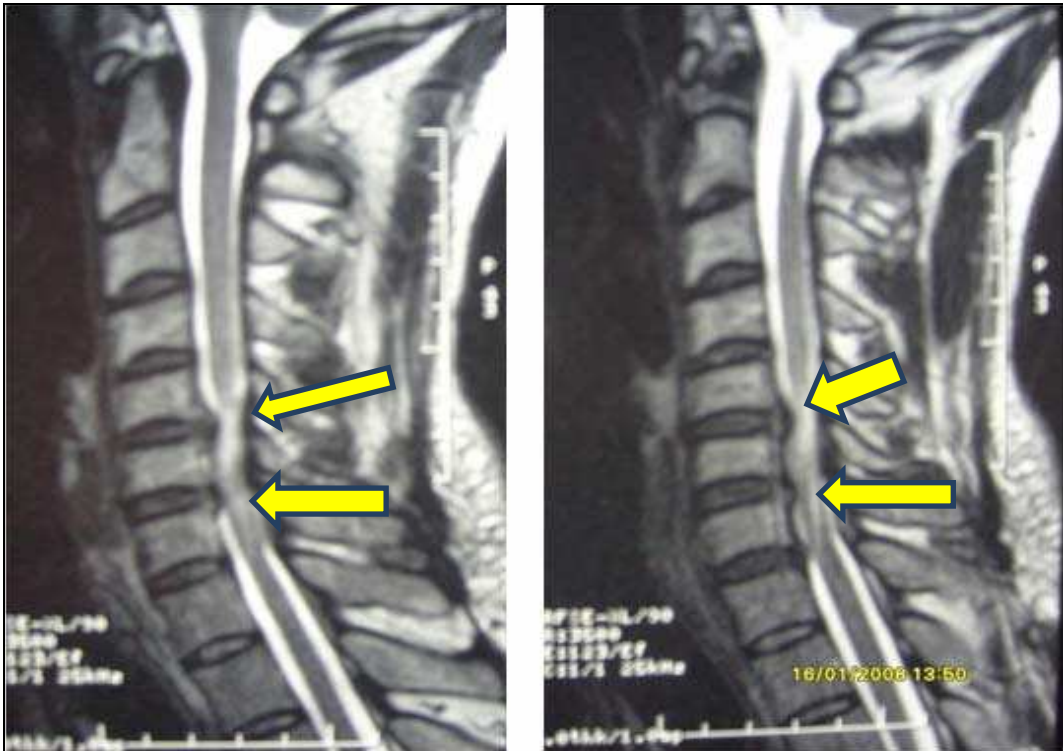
IRM coupe sagittale pondérée T1 montrant une hernie discale cervicale bi-étagée C5C6 et C6C7.
